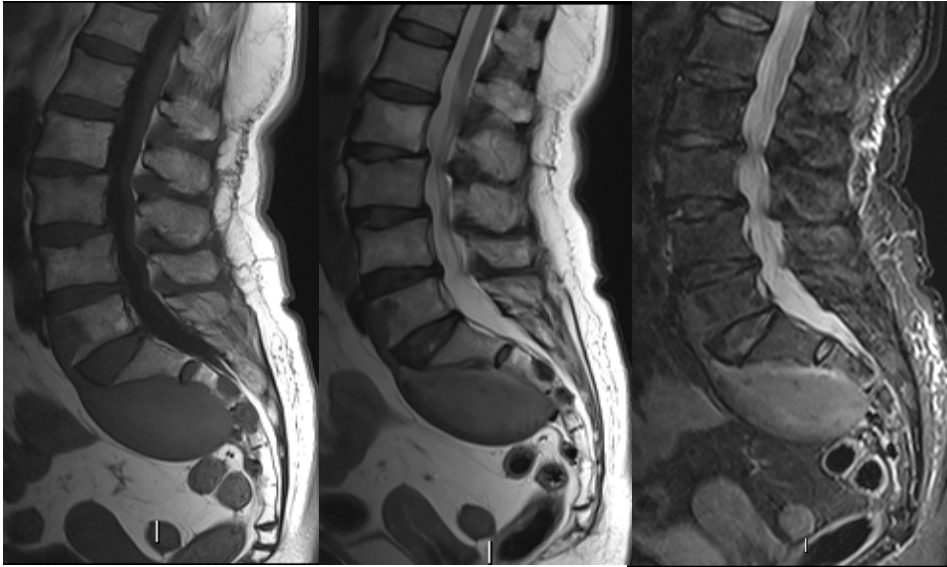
RM sagital potenciada en T1, T2 y STIR de la columna lumbar.
